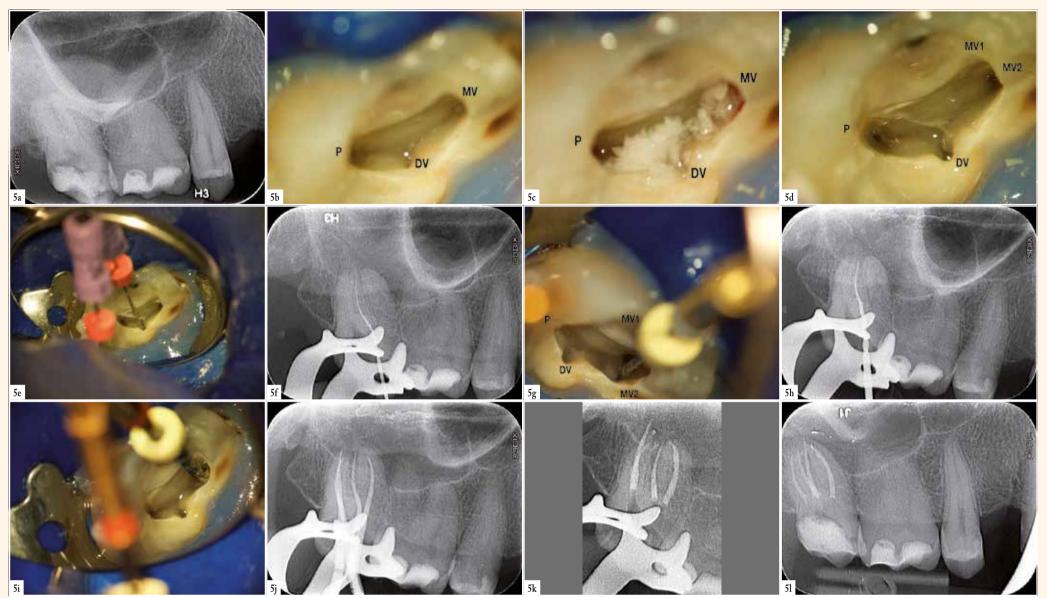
Procédure Opératoire: a. Radiographie pré-opératoire 17. | b. Ouverture de chambre. | c. Elimination des surplombs grâce à l'ENDOFLARE®. | d. Après le passage de l'ENDOFLARE® l'accès au canal DV redressé + apparition canal MV2. | e. Lime MMC 10 de reconnaissance dans le canal DV. | f. Radiographie One G canal MV2. | g. One G canal MV2. | h. Radiographie One Shape® canal MV2. | j. Radiographie maître-cône. | k. Radiographie post-opératoire. | l. Radiographie post-opératoire 17.
